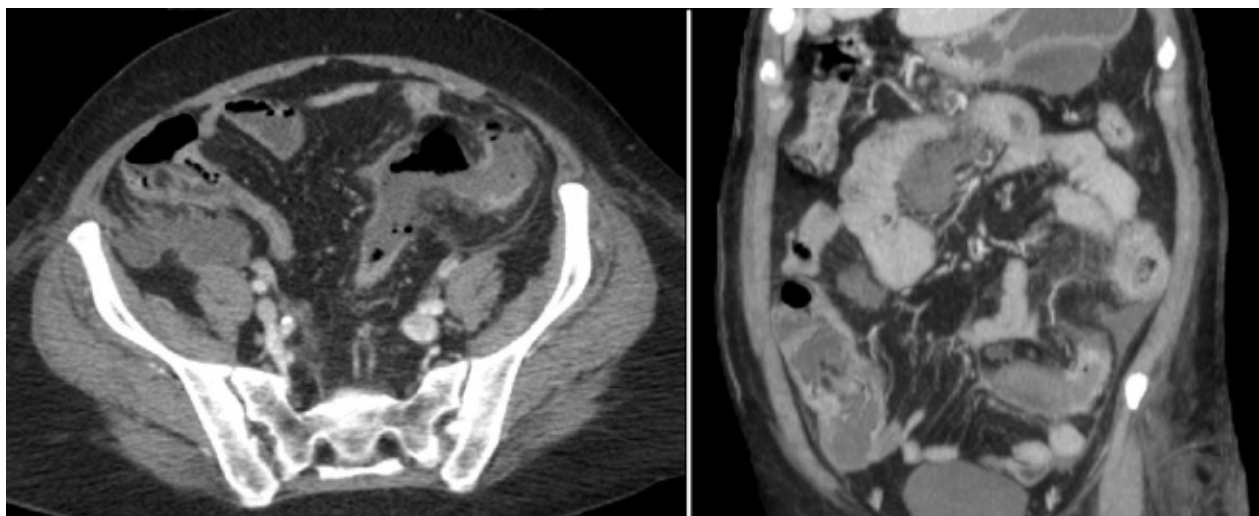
Imagen axial y reconstrucción coronal MIP de TC con contraste. En la imagen axial se observa un segmento de 5 centímetros de sigmoides proximal con una ausencia de captación tras mural, lo que imposibilita su identificación, y unos contornos desflecados. Se acompaña de burbujas de neumoperitoneo adyacentes. La imagen MIP coronal confirma los hallazgos descritos en ese segmento del colon.
